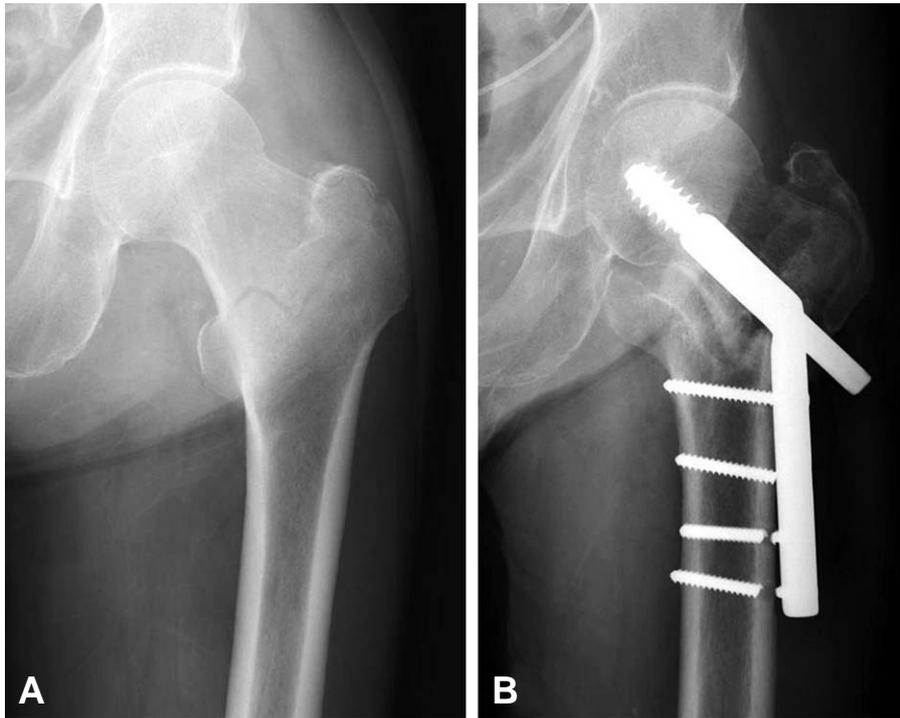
(A) Radiographs of the minimal displaced intertrochanteric fracture (AO/OTA A1.1 type). (B) 81 year-old male patient was treated by RCHS with cement augmentation. 7 months later, excessive collapse and shortening of fracture site was developed.
